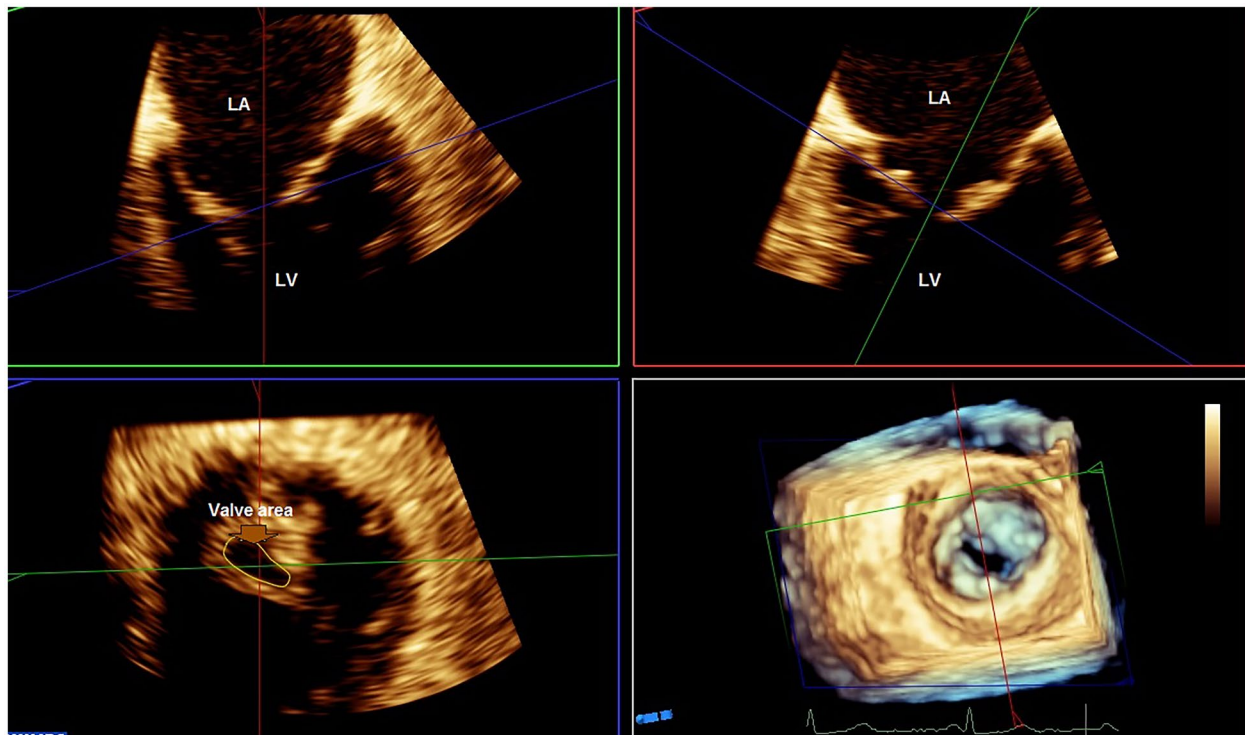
The mitral valve area calculated through direct three-dimensional planimetry by transesophageal echocardiography and QLAB software version 15. This process involves deriving two orthogonal views of the mitral valve from a 3D zoom-mode acquisition, followed by meticulous alignment and tracing of the mitral valve orifice for accurate measurements. *LV* left ventricle, *LA* left atrium.
